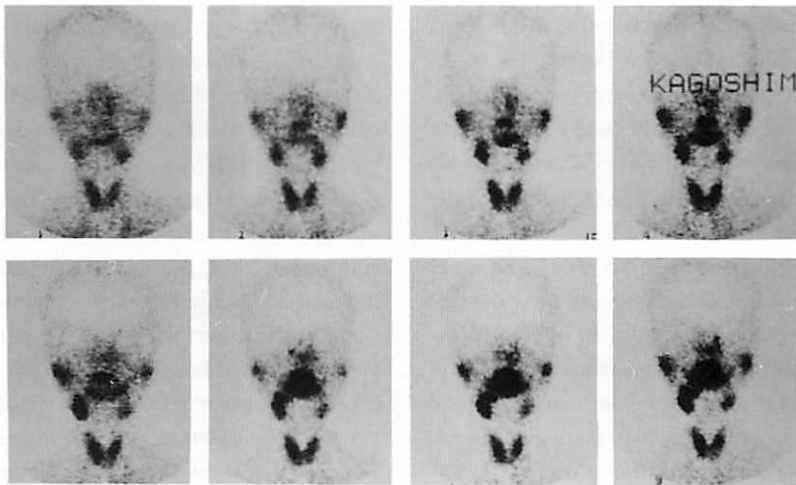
Sequential Sialoscintigraphy
